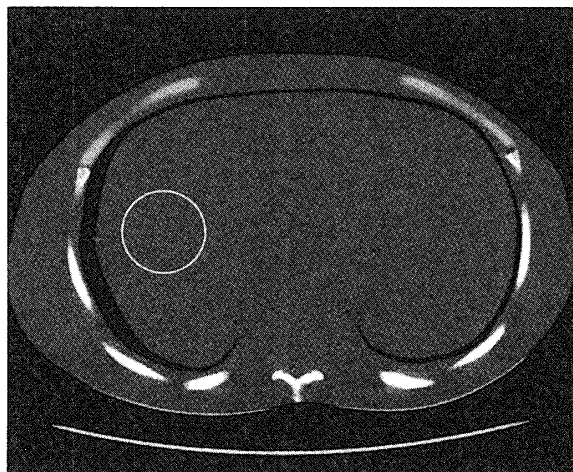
CT values were obtained in a single user-defined ROI with a body phantom. To verify that volume data contributed in the correction of respiratory misregistration, the reproducibility of CT values of images reconstructed from different windows was assessed.
